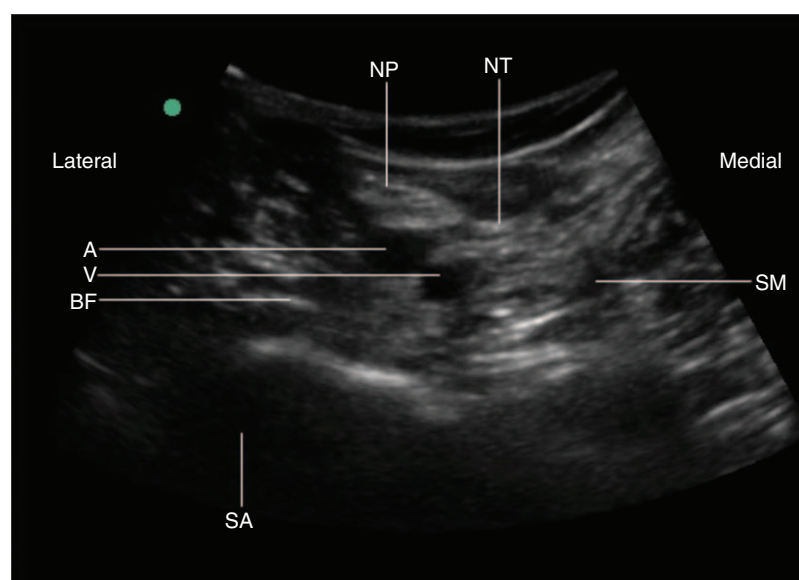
Ultrasonografía bloqueo IPACK. A=arteria, BF=bíceps femoral, NP=nervio peroneo, NT=nervio tibial, SA=sombra acústica de la línea intercondílea del fémur, SM=semimembranoso, V=vena.
